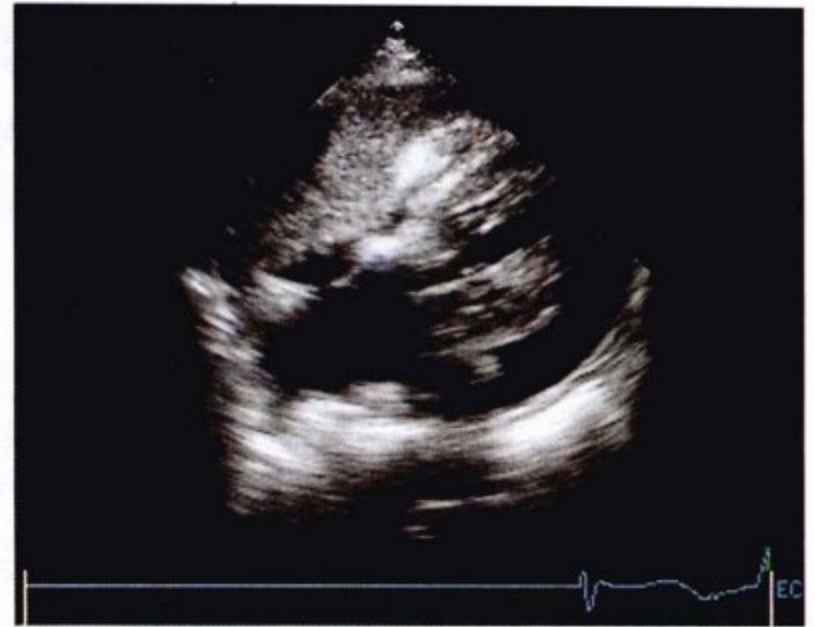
经胸超声心动图,肋下切面。心包腔内,存在大量细镜面回声的软组织。心脏左侧远端,存在少量心包积液。心包腔内软组织与肝脏表现类似,为心包内血块。
